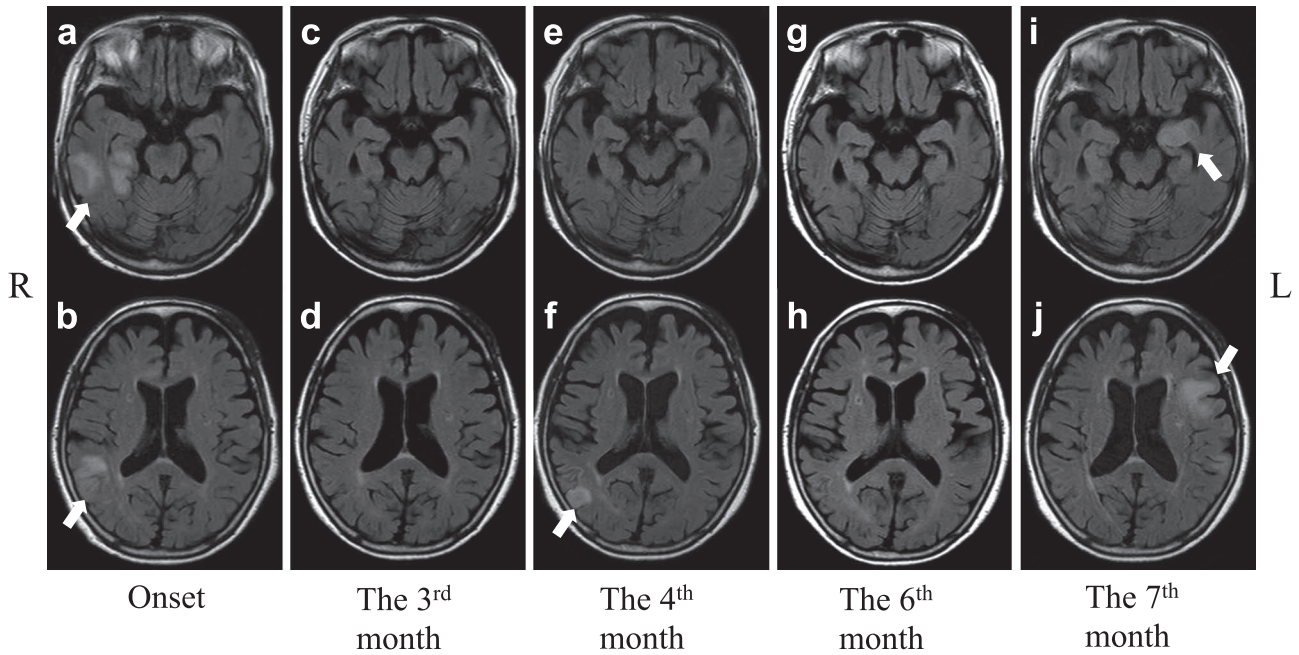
Serial MRI findings.
